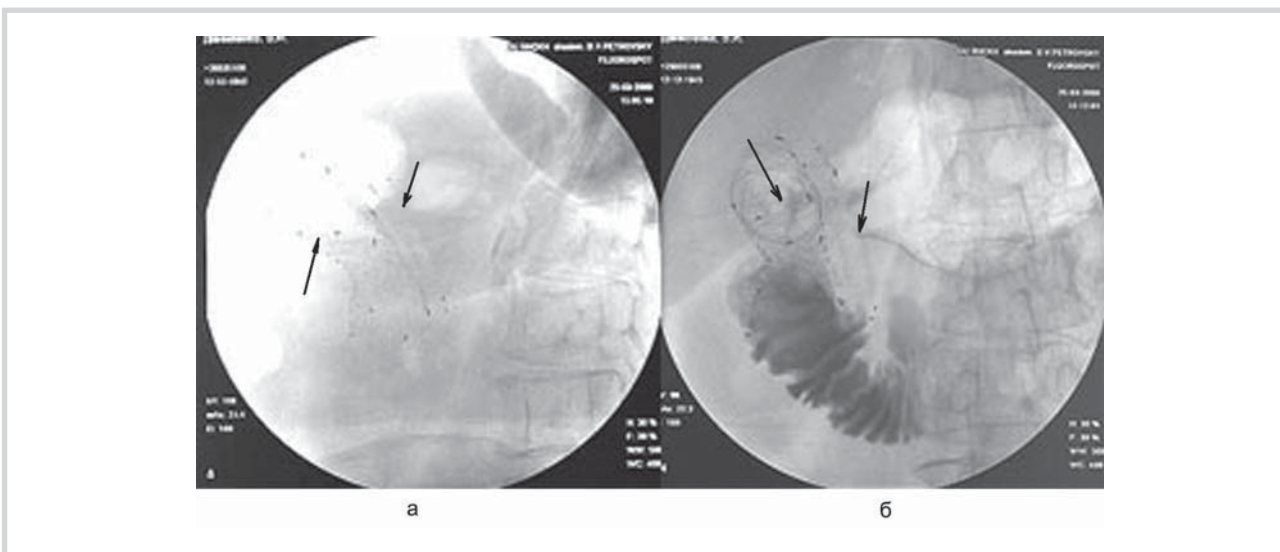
Обзорная рентгенограмма.
